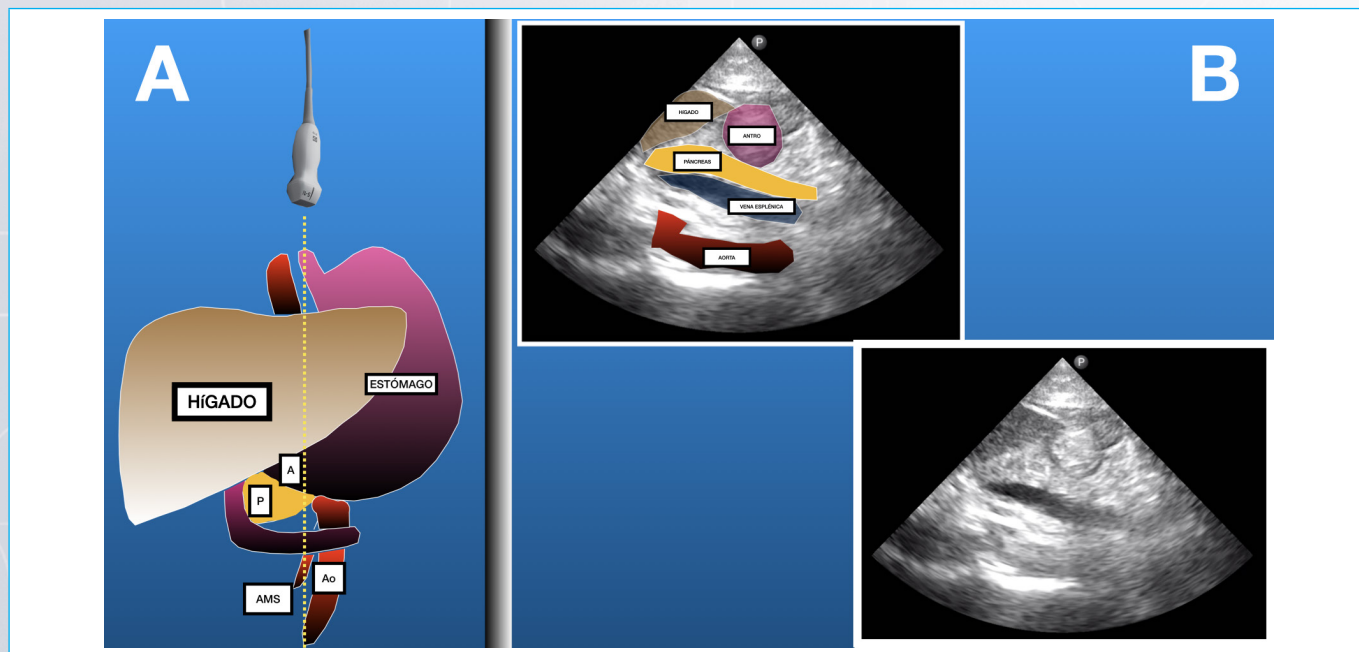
Relación anatómica del antro gástrico (B) y su correspondencia por ultrasonido (C) Antro= A. Páncreas= P Aorta= Ao AMS= Arteria mesentérica superior.
